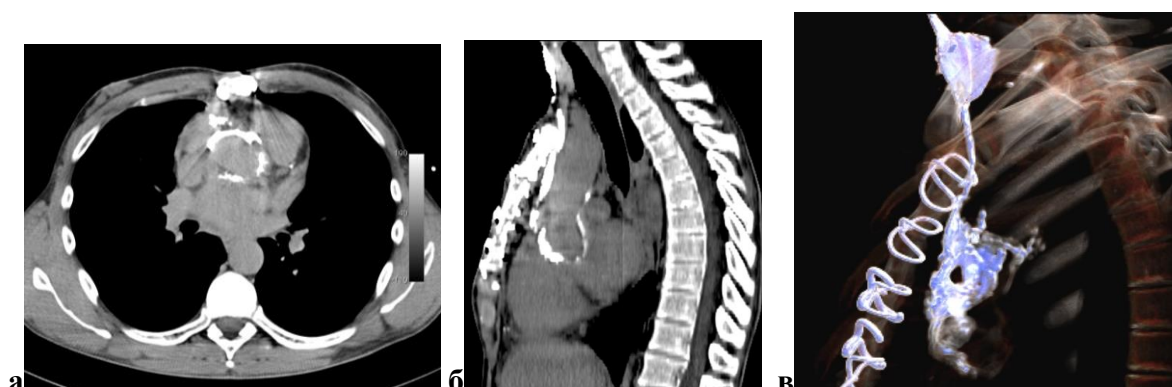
МСКТ-фистулография пациента И. после протезирования корня аорты аллогraftом и АКШ ПКА по поводу ПЭ АК. Рецидив-медиастинит. Средостенно-кожный свищ. Аксиальный (а) и сагиттальный (б) срезы с 3D-реконструкцией (в). Распространение введенного в свищ контраста от уровня яремной вырезки за грудину, далее по передней и латеральным стенкам ВА к фиброзному кольцу АК.
